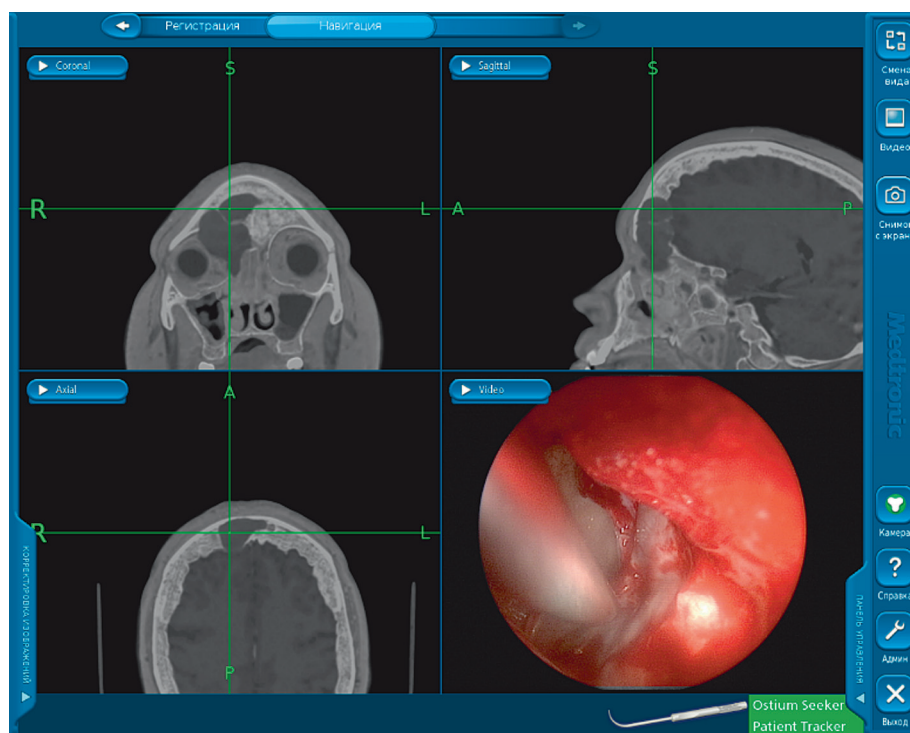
Скриншот интраоперационной компьютерной навигации, построенной на данных СКТ и МРТ в T2-режиме. Навигационный щуп находится в области верхней камеры лобно-орбитального мукоцеле. Отчетливо визуализируются границы полипозной ткани, мукоцеле и содержимого правой орбиты
